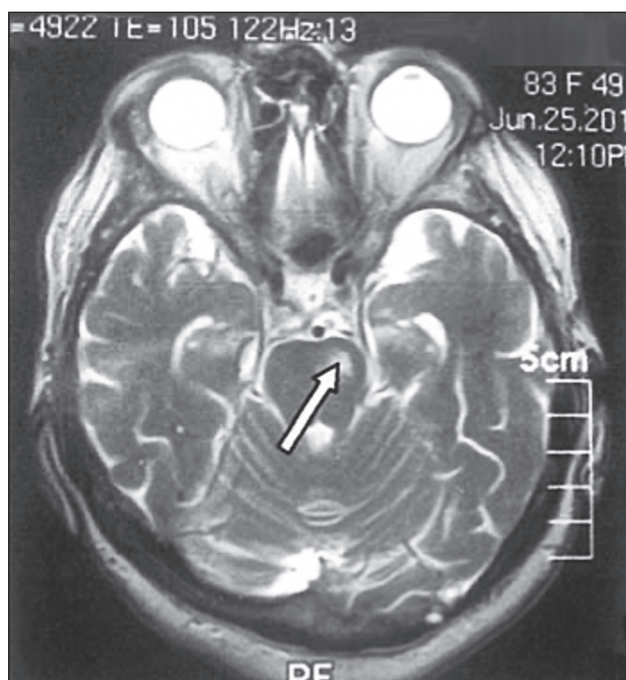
Magnetic resonance imaging of the brain of patient K., 54 years old, with pure motor pontine lacunar infarction, T2-weighted image (axial projection). MRI was performed within 12 hours after the onset of a stroke: a weakly hyperintense lesion is visualized in the left part of the pons (arrow)
